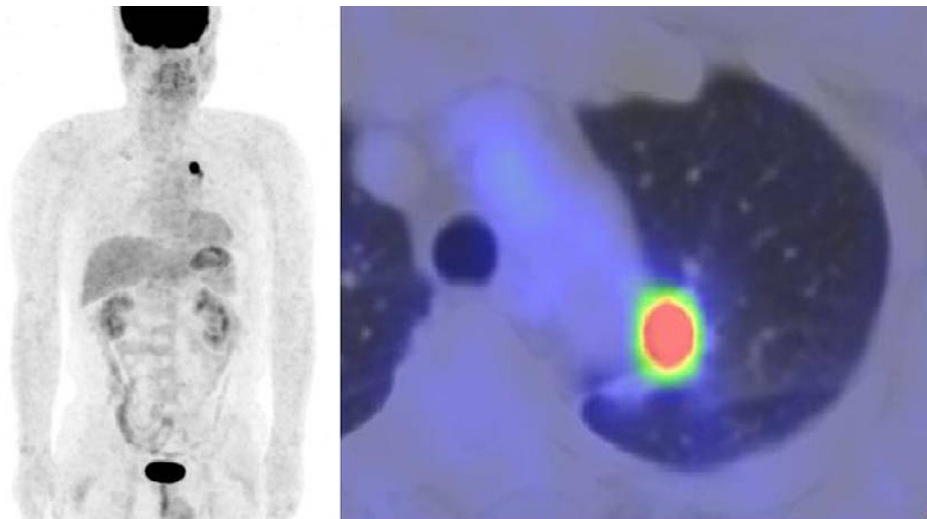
PET/CT revealed abnormal accumulation in the nodule in the left S¹⁺² (SUVmax: 13.61).
